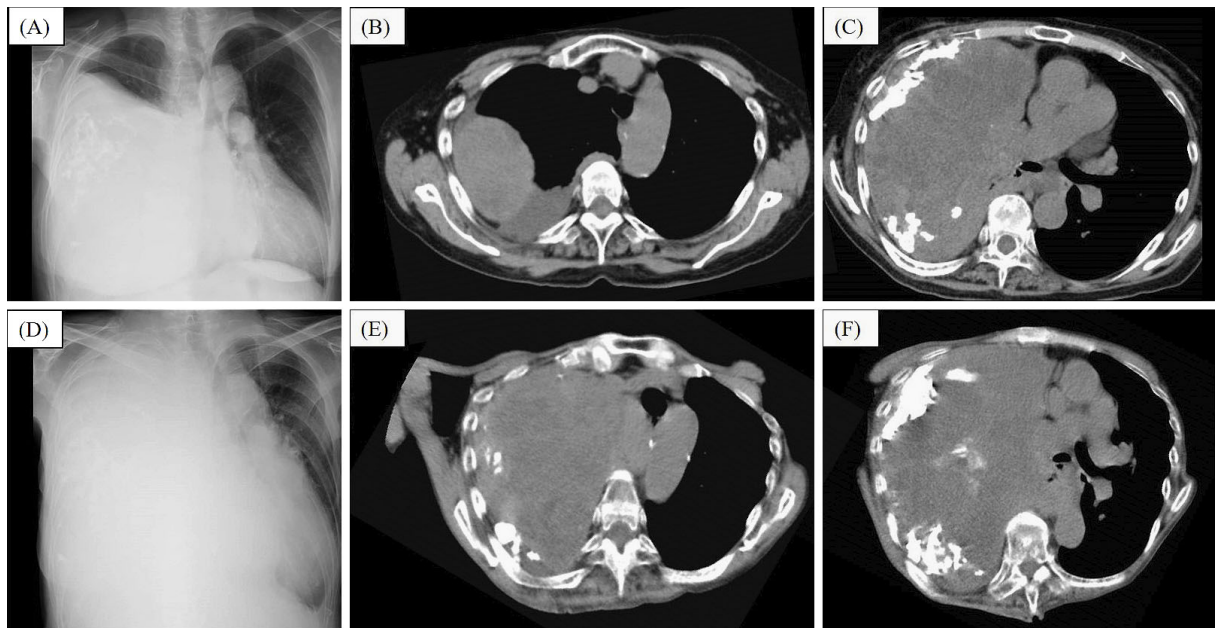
Chest radiograph and computed tomography images at ages 78 (A-C) and 82 (D-F). (A) Chest radiograph showing a giant mass occupying the right hemithorax with mediastinal deviation to the left. (B) Computed tomography showed a mass and pleural effusion at the level of the innominate artery. (C) The giant tumor, which was heterogeneous and calcified, compressed the heart. (D) Chest radiograph showing a giant mass occupying the right hemithorax with mediastinal deviation to the left. (E) Computed tomography showed a giant mass with compression of the bronchus at the level of the innominate artery. (F) The giant tumor, which was heterogeneous and calcified, compressed the heart.
